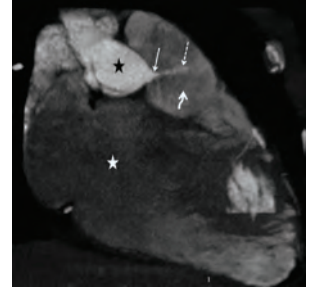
The CT angiography coronal plane demonstrating the contrast jet (dotted arrow) from right coronary sinus valsalva into the RVOT.
